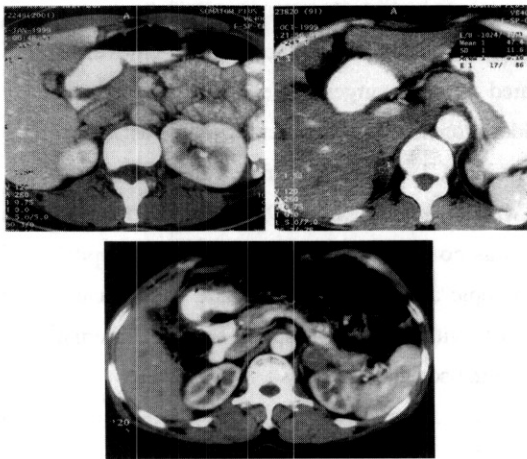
Abdominal CT of each patients show 2 cm sized ovoid mass in the right and left suprarenal area, respectively.
